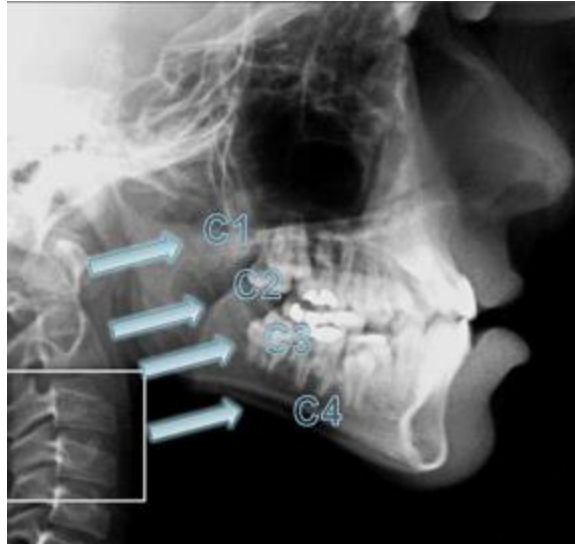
Telerradiografia de perfil facial e das vértebras cervicais para análise da maturidade óssea. (adaptado de Lara et al, 2008)
